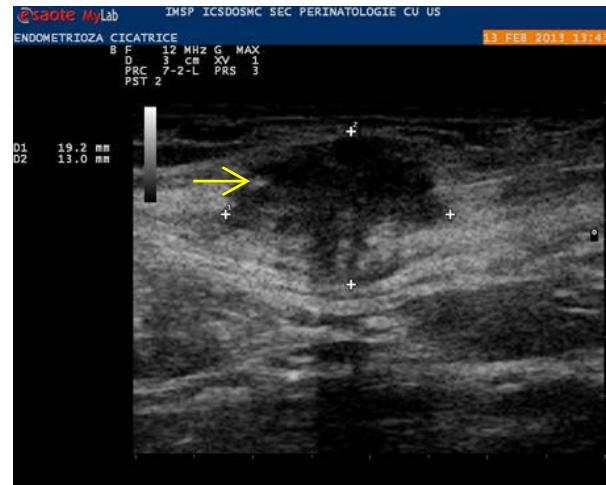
USG: nodul hipoecogen în regiunea cicatricei postoperatorii (→)
